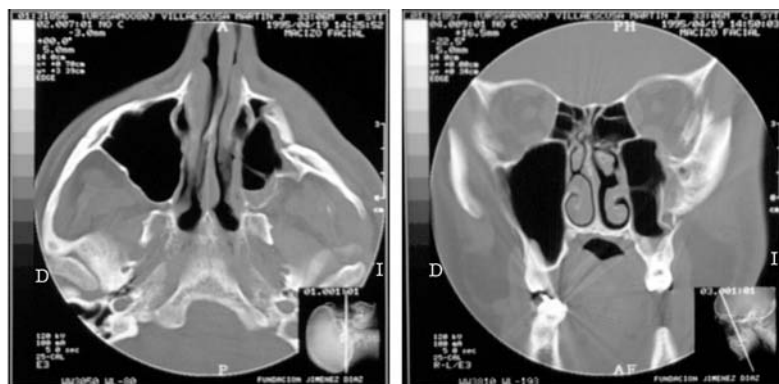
TAC axial y coronal de una fractura del malar.
